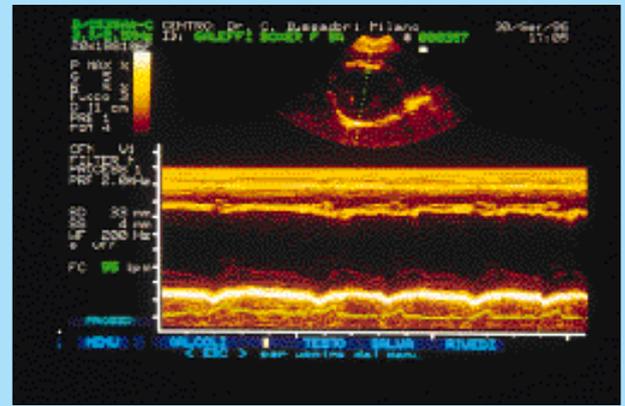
Ecocardiografia monodimensionale del ventricolo sinistro: ipomotilità del setto interventricolare fibrotico.
